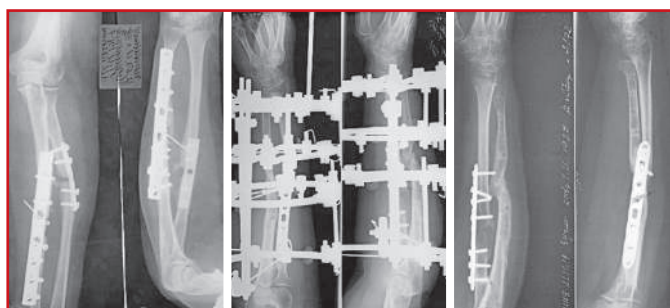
Рентгенограмма предплечья больной Ч. при поступлении (слева), в процессе (центр) и через 3 мес по завершении первого этапа ЧКДО (справа) в нашей клинике [предоставлено авторами] / X-ray of the forearm of a patient Ч. on admission (left), during (center) and 3 months after the completion of the first stage of transosseous osteosynthesis (TO) (right) in our clinic [provided by the authors]
